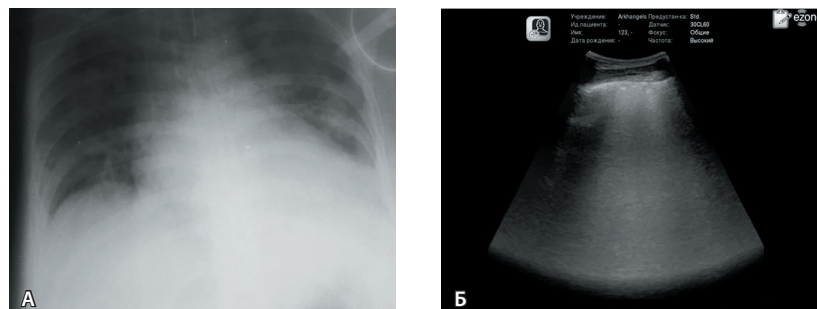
Ультразвуковая и рентгенологическая картина отека легких. А – рентгенологическая картина интерстициального отека легких; Б – множественные сливные В-линии во всех квадрантах указывают на наличие отека легких
